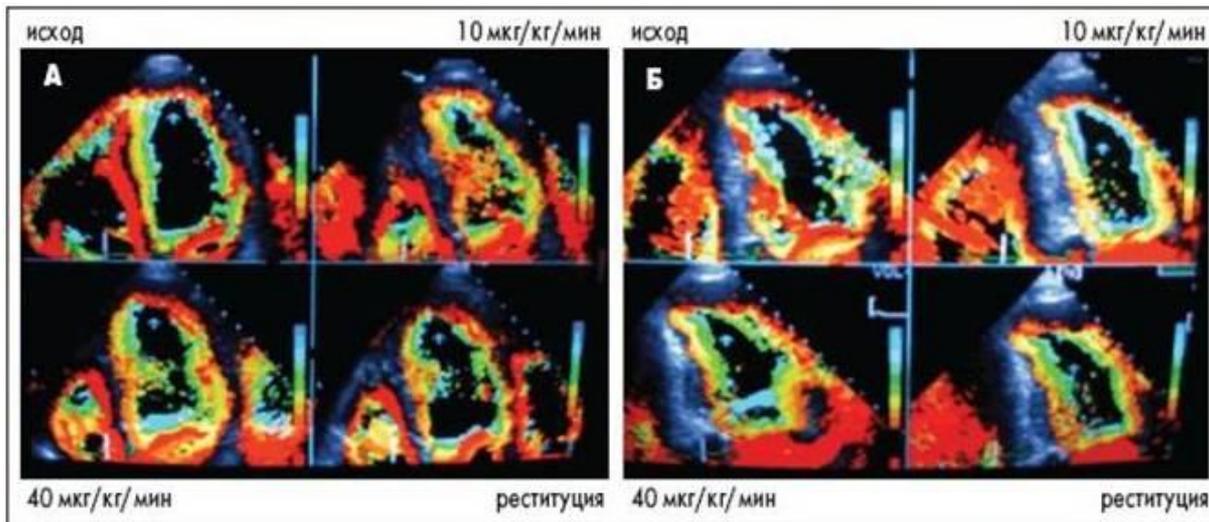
Стресс-эхокардиография с добутином с применением колорокинеза. Пример двухфазного ответа
